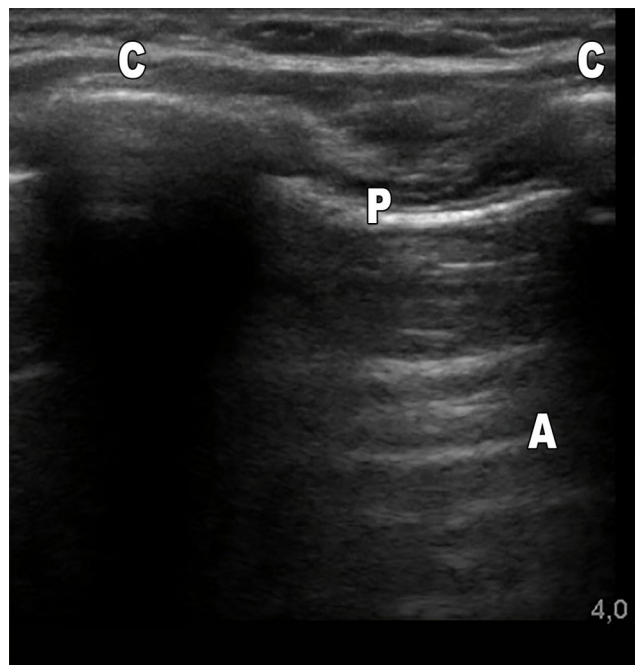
Échographie pulmonaire normale. C : côte ; P : plèvre ; A : ligne A. Le signe de la chauve-souris : les côtes supérieure et inférieure et la ligne pleurale dans un espace intercostal forment la silhouette d'une chauve-souris. Les lignes A : artefacts horizontaux hyperéchogènes (A) de répétition de la ligne pleurale. Ils indiquent la présence d'air
